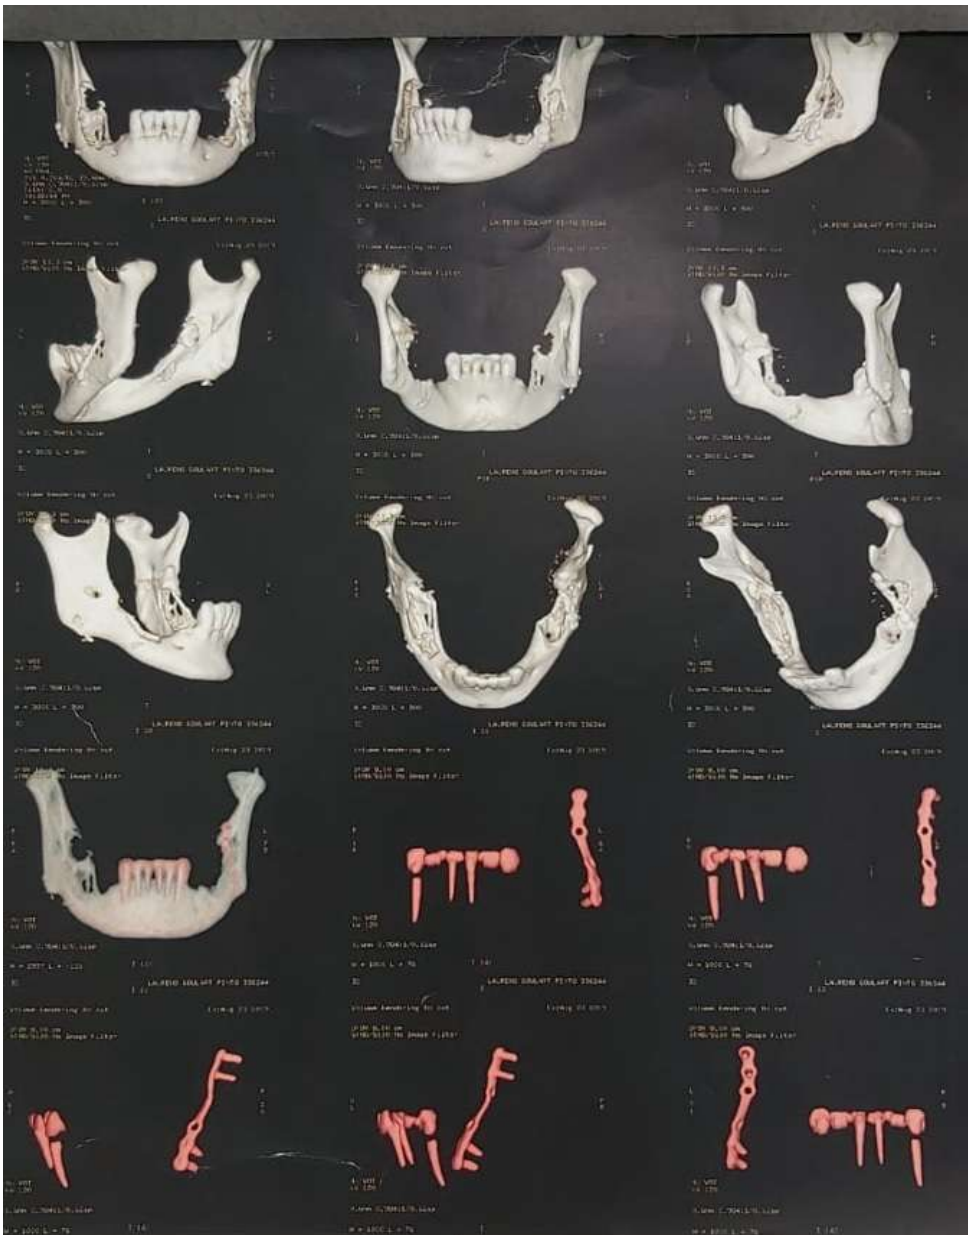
Tomografia Computadorizada (Reconstrução 3D) pós-operatória.
